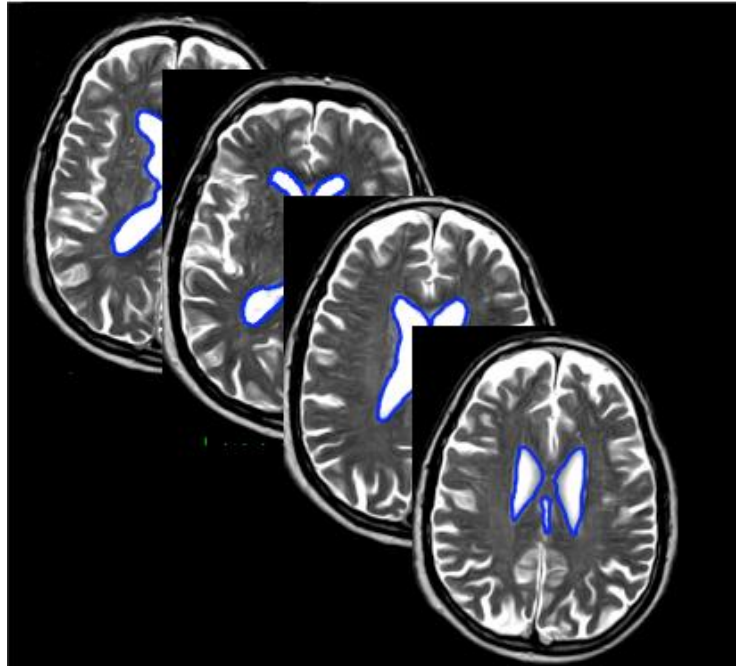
Segmentación manual de los ventrículos en secciones axiales de RM T2 mediante editor Amira.
